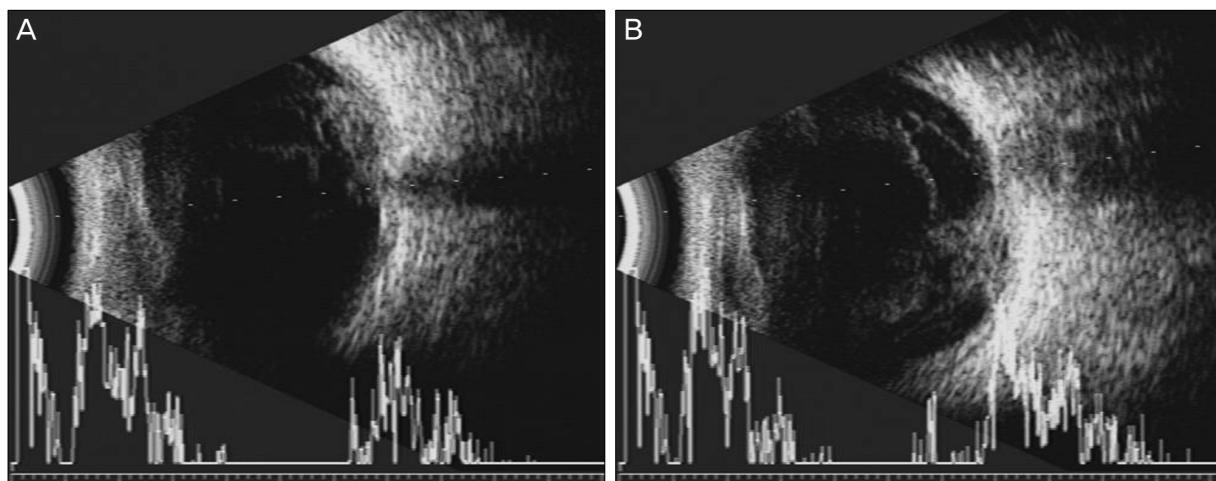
The ultrasonographic findings of right eye (A), and left eye (B) at the initial visit. Increased vitreous reflectivity due to inflammatory reaction is found in both eye.
